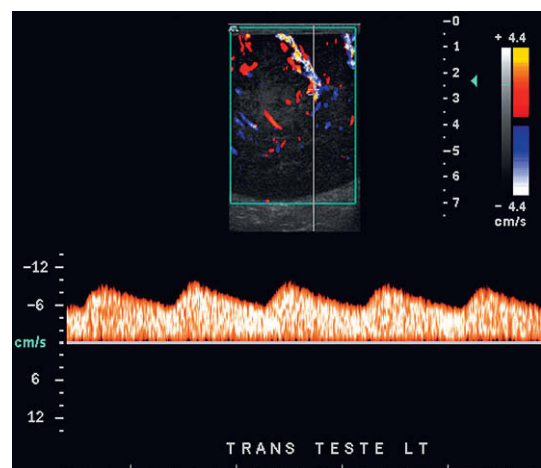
Trazado de Doppler espectral de una región de inflamación testicular. El flujo durante la diástole es relativamente vigoroso, con un índice de resistencia <50%. Esta apariencia es compatible con una hiperemia inflamatoria.
